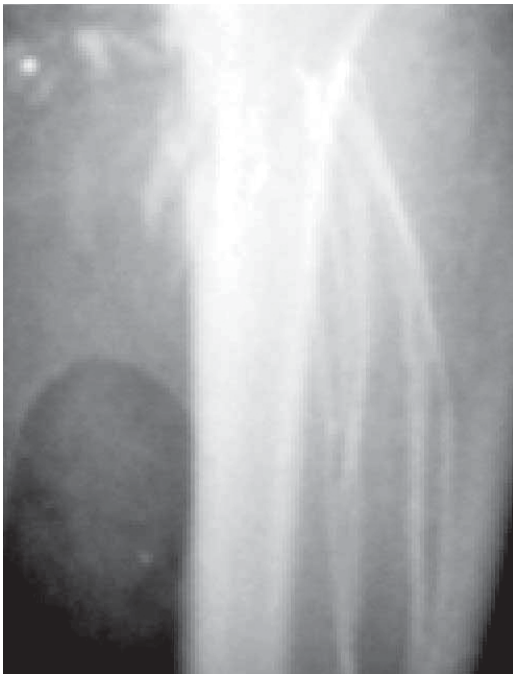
Paciente 3. Radiografía en proyección anterior del tercio proximal de tibia izquierda, que muestra fractura de la cortical medial unicortical de la metafisis proximal de dicho hueso.
